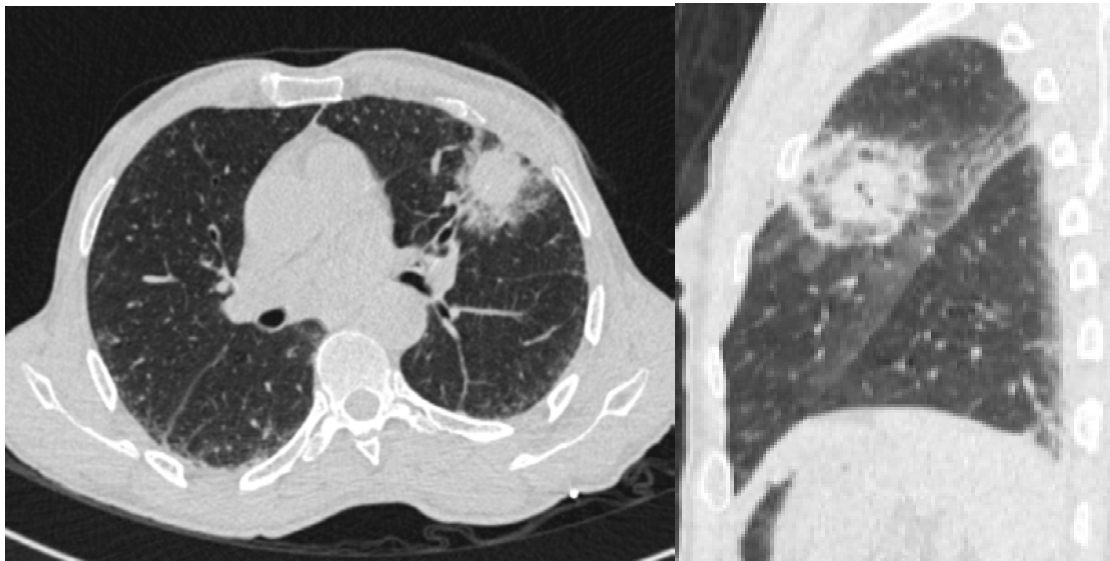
Contrôle TDM post ablation : coupe axiale et reformation sagittale, objectivant l'aspect de l'ablation complète du nodule du lobe supérieur gauche. Aspect en halo inversé
